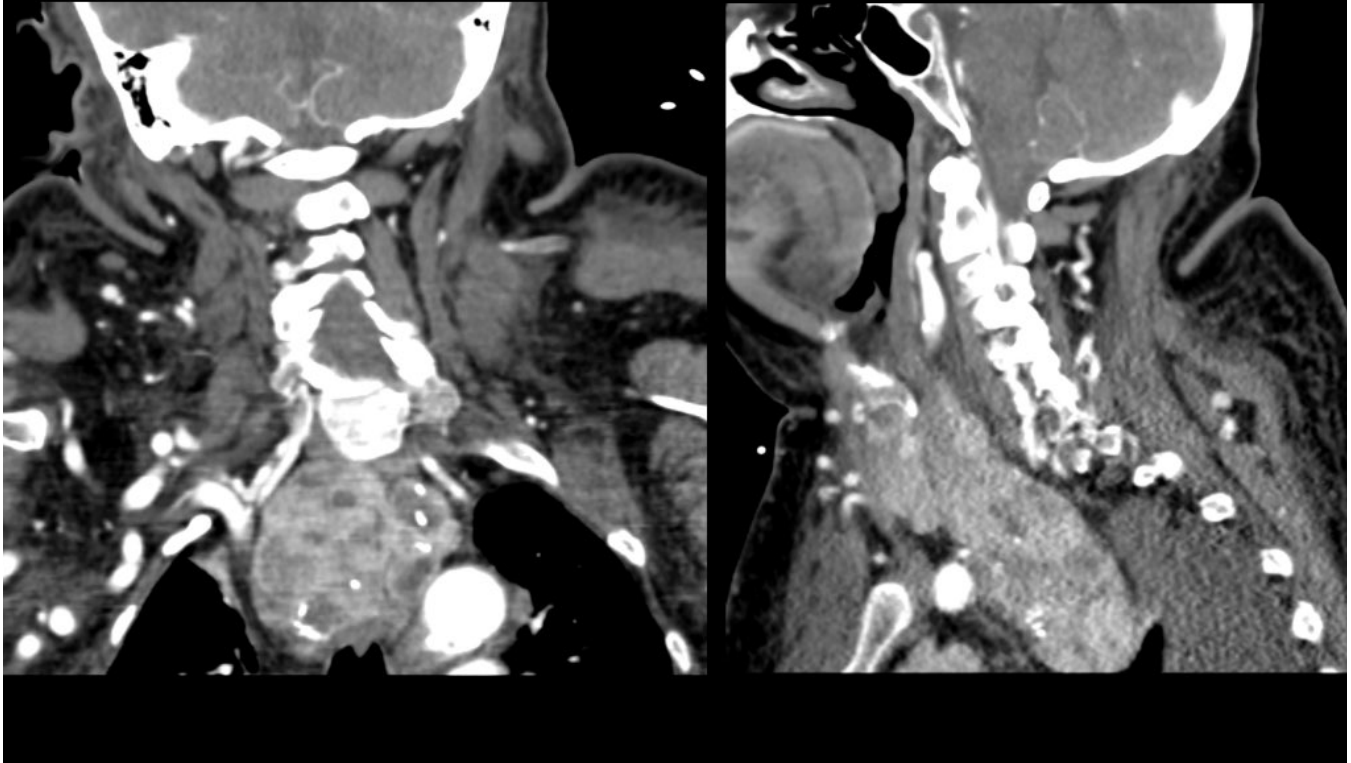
TC torácico tras administración de contraste. Bocio retroesternal. Masa mediastínica que se introduce hacia mediastino posterior alcanzando el nivel del cayado aórtico.
